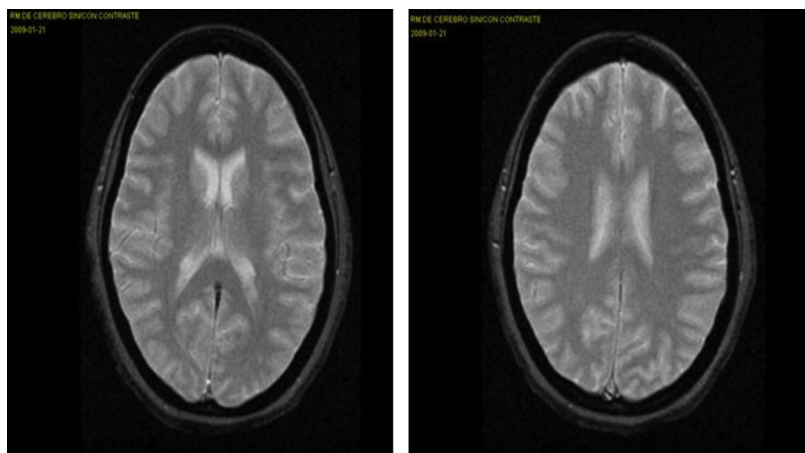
RM control (8.º día): áreas residuales de edema vasogénico en las regiones occipital y parietal.
